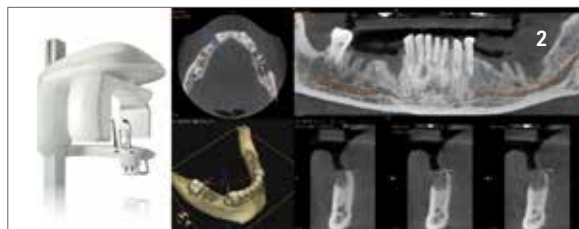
La CBCT effettuata con apparecchiatura CS 9300® (Carestream Dental, Atlanta, USA) è essenziale per l'acquisizione dell'anatomia ossea in 3D. Grazie al semplice ed intuitivo software di visualizzazione, è possibile procedere ad una pre-visualizzazione dell'anatomia dei siti implantari, effettuando misurazione ad hoc.
